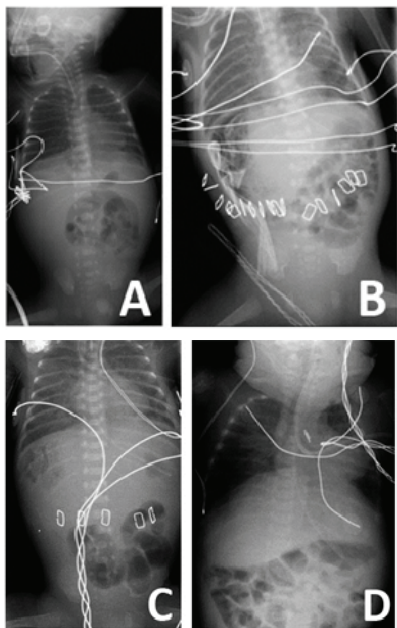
Radiografías del paciente en diferentes estadios evolutivos. A) Antes de la intervención: imagen de vacío en
